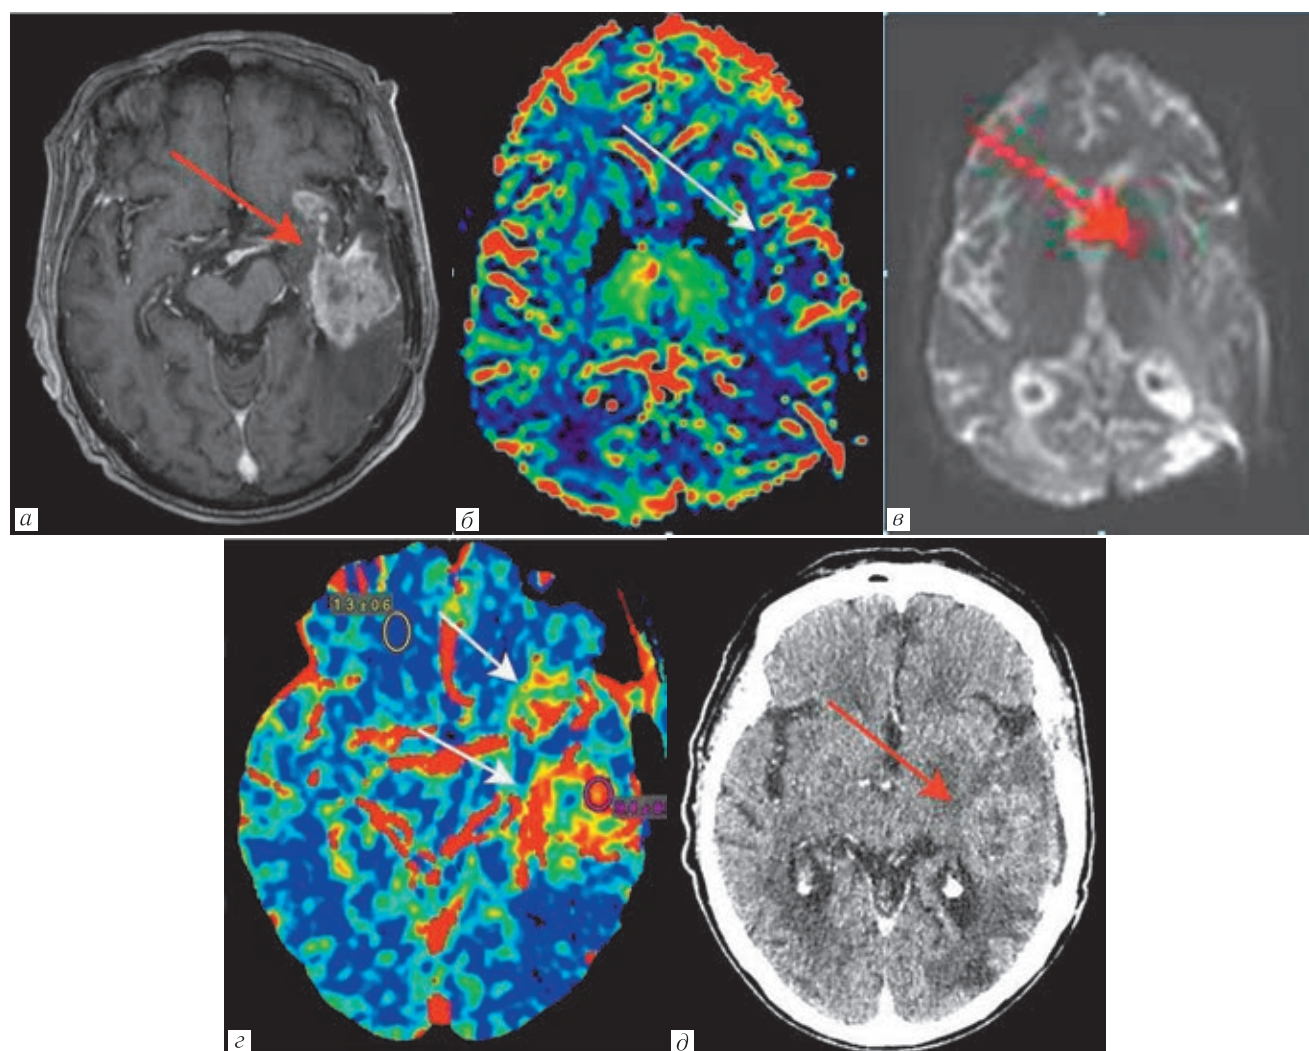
Представлен случай пациентки Л. с рецидивом глиобластомы в левой височной области, на уровне проведенного оперативного и лучевого лечения, на томограммах, взвешенных по T1, с контрастным усилением определяется неоднородное интенсивное накопление контрастного вещества в структуре объемного образования (а), при выполнении T2*-перфузии на полученных картах CBV данных, свидетельствующих о повышении показателей кровотока в области накопления контрастного вещества, не получено (б). При детальном исследовании на томограммах, полученных при выполнении T2*-перфузии, определяются выраженные артефакты от металлических включений в области интереса, что значительно повлияло на качество перфузионных карт, в частности CBV (в). При выполнении КТ-перфузии у данной пациентки через 2 дня после МРТ-перфузии на картах CBV определяется повышение объема кровотока в 6 раз относительно неизменного белого вещества (г) на уровне участков патологического накопления контрастного вещества (д)
